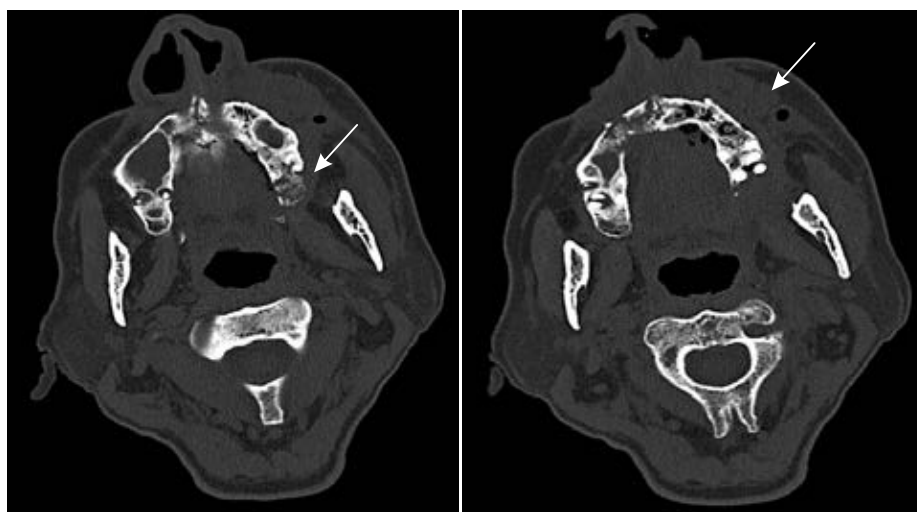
КТ-признаки деструкции верхней челюсти слева с отеком, утолщением и пузырьком воздуха в мягких тканях лица (изображения в аксиальной плоскости)
